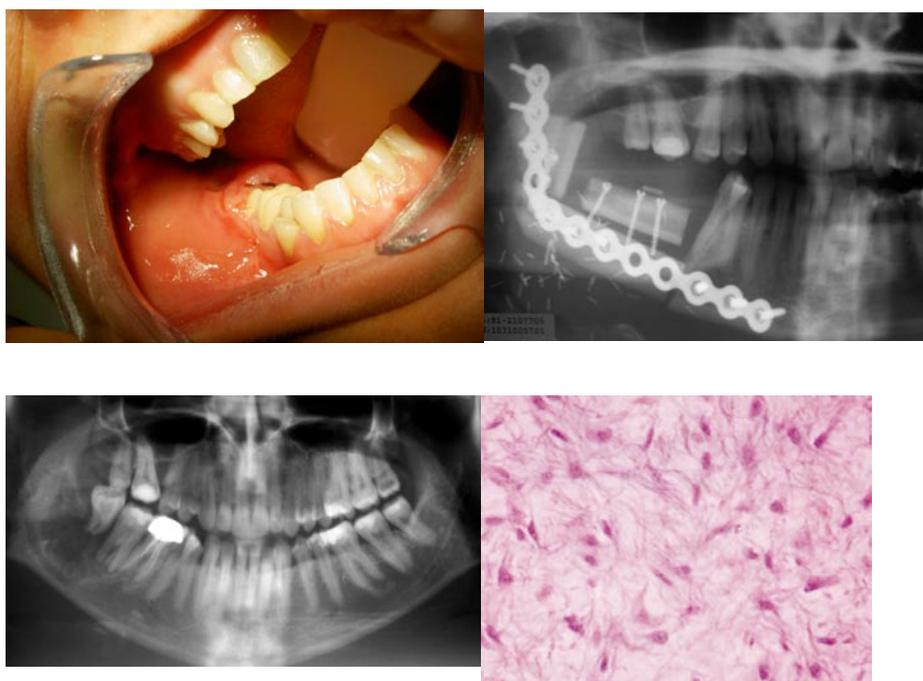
Paciente no. 1. A. Tumoración de gran tamaño a nivel de ángulo y cuerpo mandibulares derechos. Desaparición del surco vestibular y desplazamiento dentario. B. Radiografía panorámica que muestra una imagen radiolúcida unilocular espiculada en la periferia, a nivel del ángulo mandibular. C. Radiografía panorámica post-operatoria: reconstrucción mediante colgajo libre vascularizado de peroné en doble barra parcial. D. Estudio histológico (HE 20x): células estrelladas o fusiformes en el seno de un estroma mixoide.
